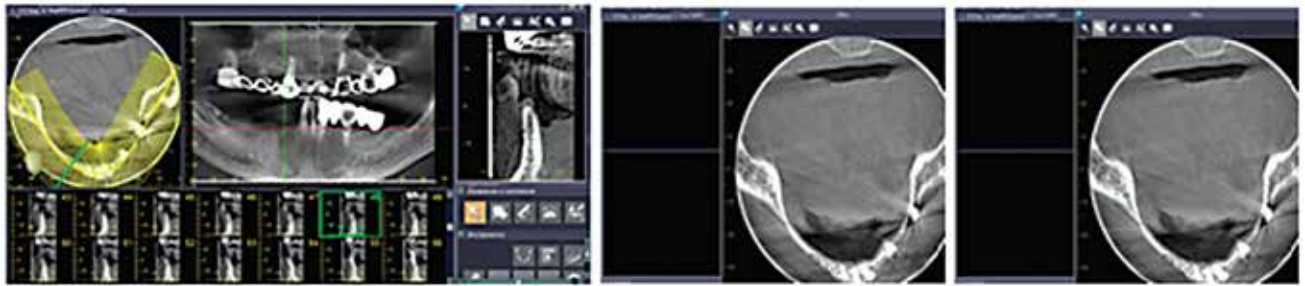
Конусно-лучевая компьютерная томография для оценки структуры и качества костной ткани.
